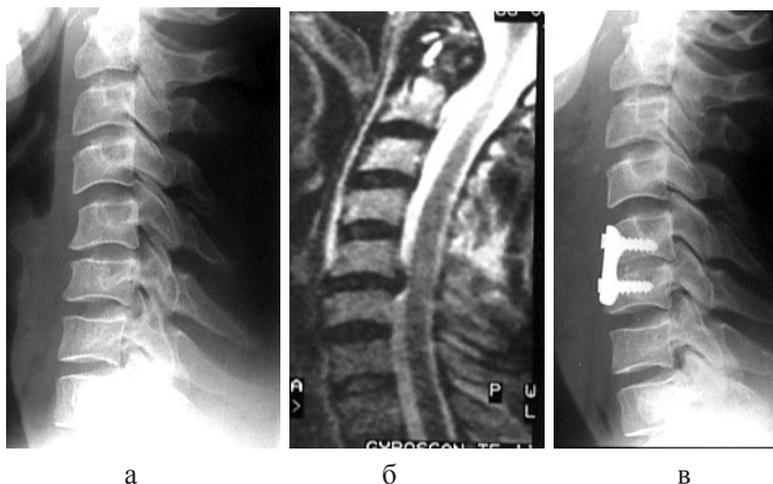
Спондилограммы и МРТ шейного отдела больного Р. с травматической грыжей диска C5-C6 до (а, б) и после операции (в)
